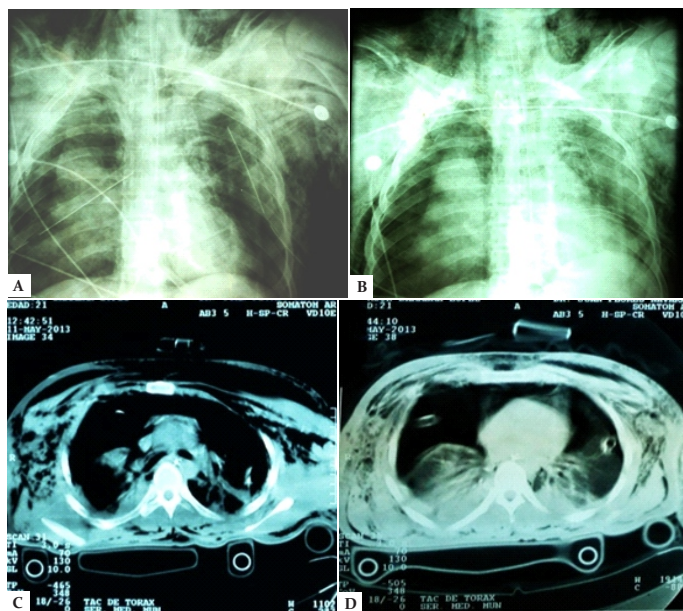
A) Radiografía de tórax AP inicial en el que se evidenció neumotórax bilateral y enfisema subcutáneo. B) Radiografía de tórax de control posterior a colocación de drenaje cerrado de tórax bilateral en el que persistió neumotórax bilateral sin resolución. C y D) TAC de tórax simple en la que se observa enfisema subcutáneo, tubos de drenaje cerrado de tórax y neumotórax bilateral con colapsamiento de parénquima pulmonar.
